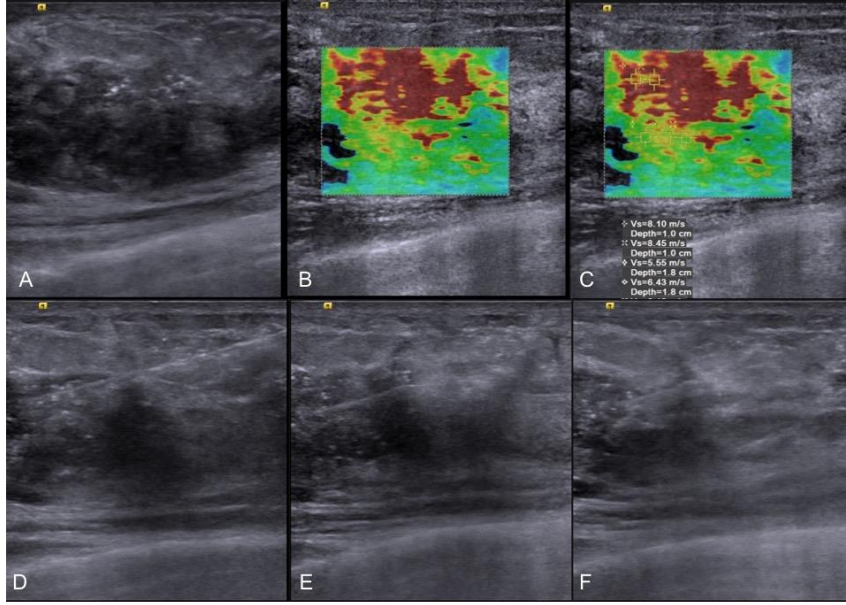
Grup 2’ de farklı sertlikteki alanlardan yapılan biyopsi örneği. A’ da lezyonun gri mod USG görünümü, B’ de lezyon elastisitesi ve biyopsi planlanan farklı elastisitedeki alanlardan ölçümler. C ve D’ bu alanlardan biyopsi sırasındaki iğnenin görünümü.
